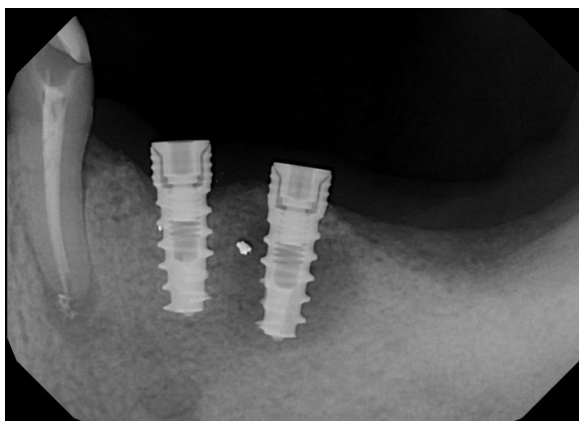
Рентгенография пациента с периимплантитом. Пациент предъявляет жалобы на боль и отечность в области имплантата, увеличенную подвижность. Объективно отмечается гиперемия и отек слизистой оболочки, подвижность имплантата, возможна экссудация. При рентгенографии обнаруживается очаг разрежения костной ткани вокруг имплантата. Консервативное лечение возможно при изолированном воспалении периимплантной слизистой оболочки. При вовлечении кости показано удаление имплантата.
